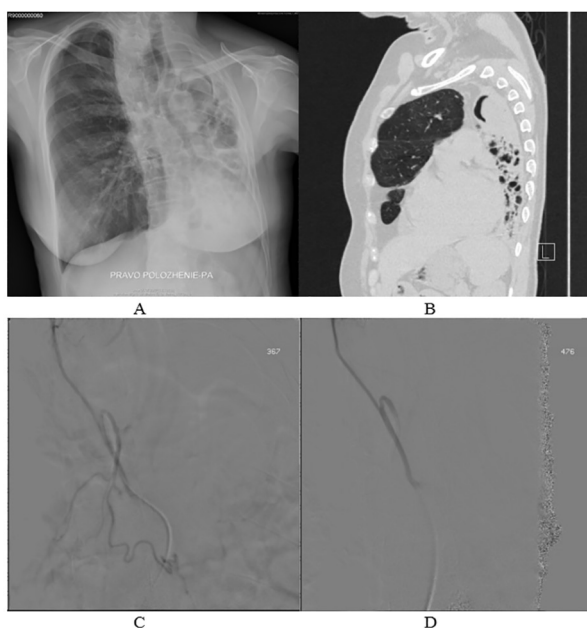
A. X-ray on the day of admission; B. CT examination; C and D. Embolization with gelfoam
